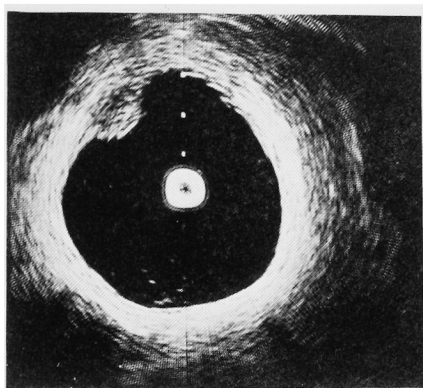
Case 2. Transurethral ultrasonogram
